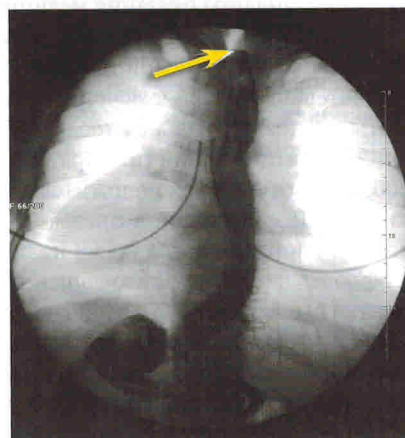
Пациентка Г. Рентгеноскопия в левой косо́й позиции лежа. Рефлюкс желудочного содержимого до яремной вырезки. Стрелкой указана верхняя граница уровня
